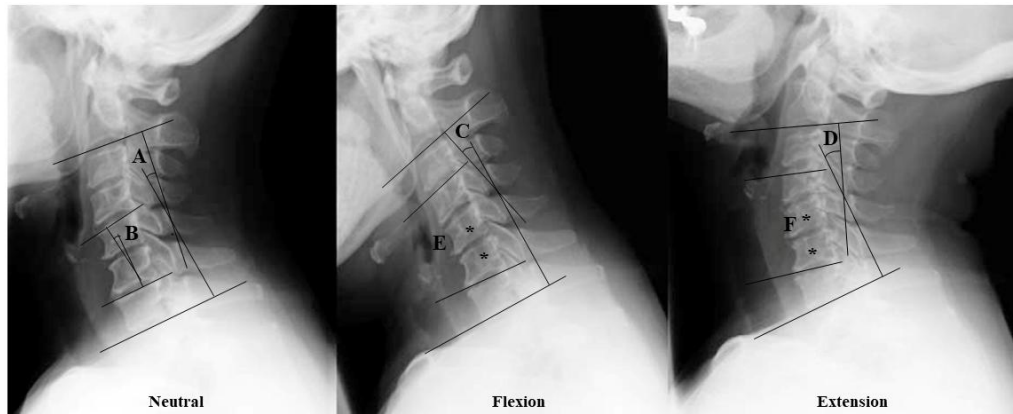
Radiographic measurements.
